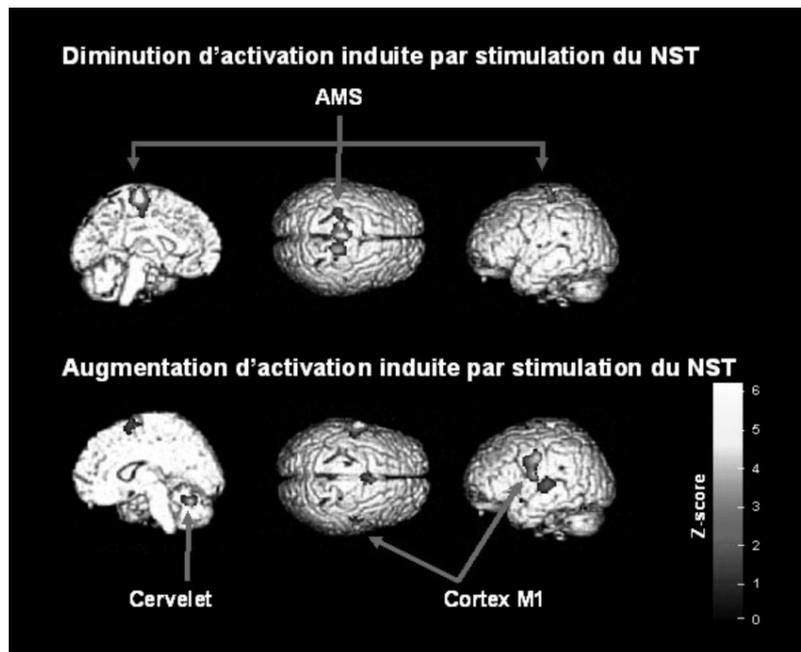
Effets de la stimulation du NST lors d'une tâche expérimentale de production de parole: étude en tomographie par émission de positons*. *La stimulation du NST améliorerait la parole en réduisant l'hyperactivation de l'AMS du DLPFC et de l'insula gauche et en restaurant une activité normale du cervelet, du cortex moteur primaire (M1) orofacial.
